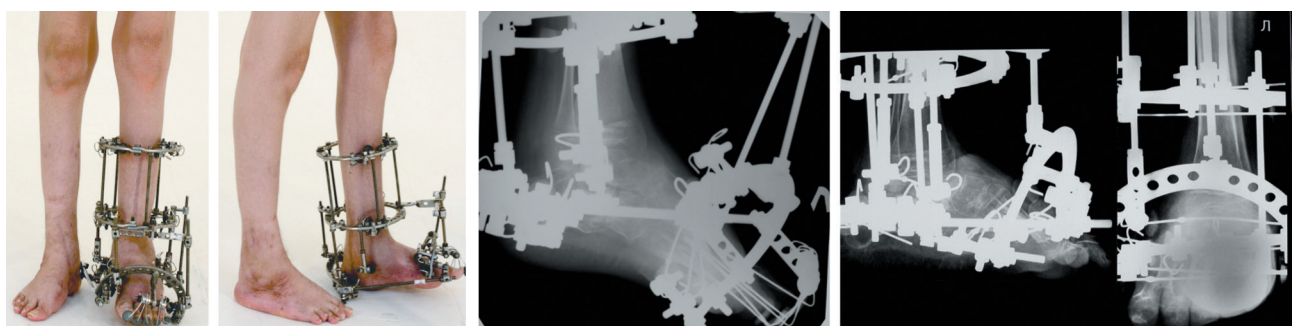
Фото и рентгенограммы левой стопы пациента в процессе лечения
